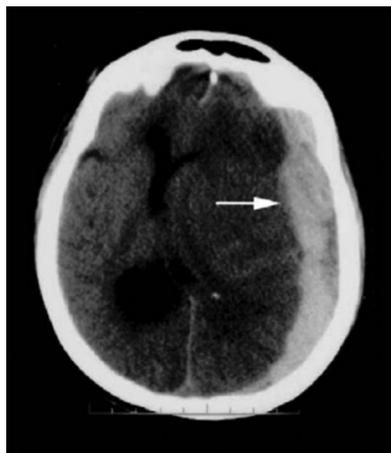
TC de crânio com hematoma subdural à esquerda, com desvios de estruturas e linha média. Fonte: Radiopaedia (2022).
